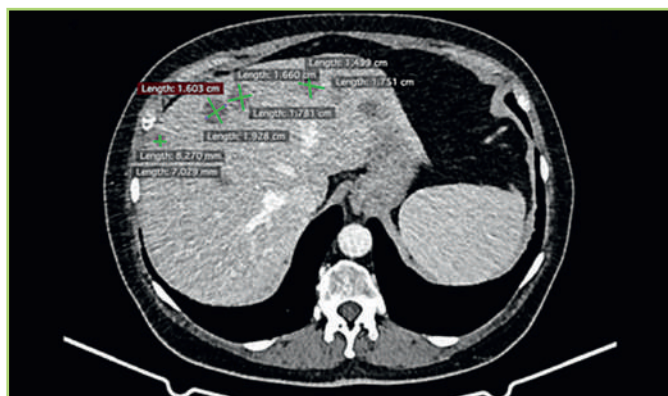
КТ с внутривенным контрастированием от 24.10.2025 г. до начала полихимиотерапии и ЦГТ. Множественные образования в печени [предоставлено авторами] / Contrast-enhanced computed tomography from October 24, 2025, prior to the initiation of polychemotherapy and cytokine-genetic therapy: multiple liver metastasis [provided by the authors]
